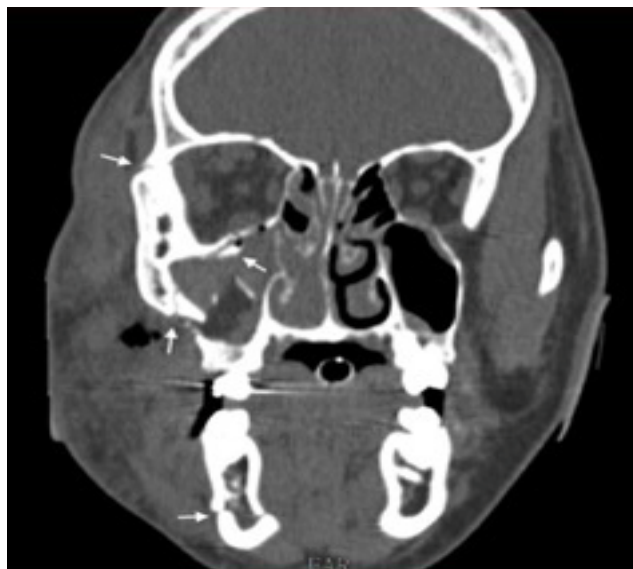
Corte coronal de TAC con macizo facial. Flechas blancas muestran fractura parasinfisiaria mandibular derecha y fractura de cóndilo mandibular derecho y fractura malar derecha y de arco cigomático derecho.
